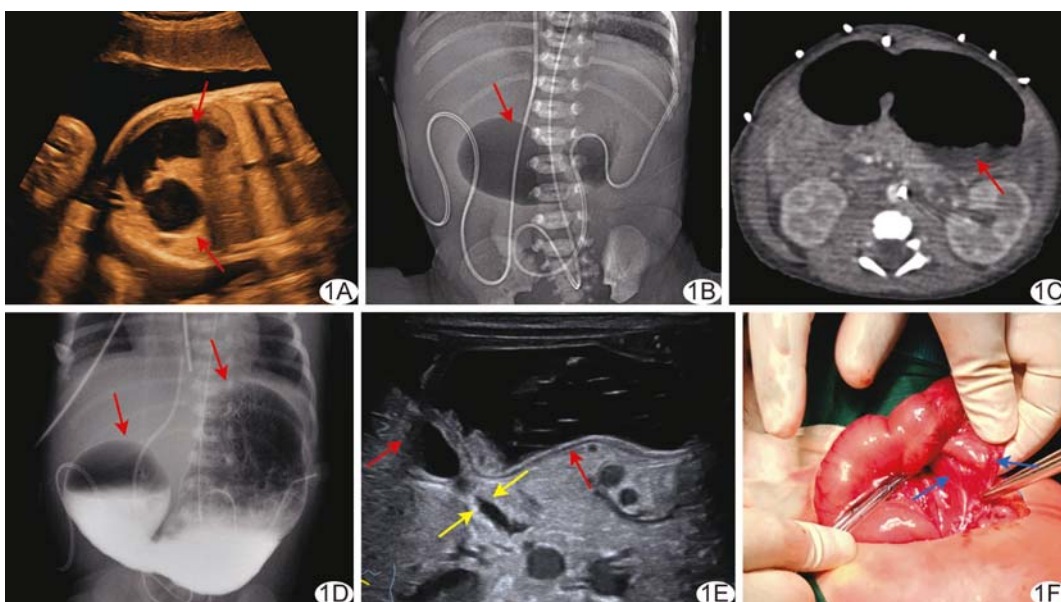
先天性幽门闭锁 A. 孕晚期超声示胎儿上腹腔囊性占位(箭); B. 腹部 X 线片(箭示胃腔扩张); C. 腹部轴位 CT 图(箭示胃扩张及气液平面); D. 上消化道造影图示胃内大量积气(箭); E. 超声示胃腔液体充盈(红箭), 十二指肠见少许液体并有蠕动(黄箭); F. 术中见胃幽门部闭锁(箭)
